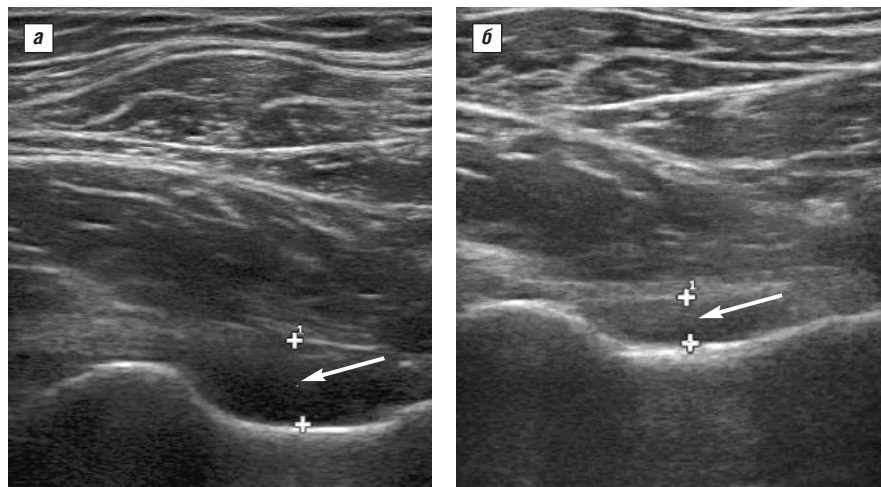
Больная Ч. УЗИ правого ТБС (стрелкой отмечено шеечно-капсулярное пространство): а – исходно; б – через год
